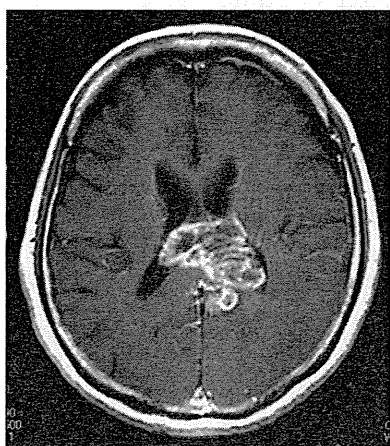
Glioblastoma (Grade IV) 造影 MRI (T1WI) 画像
